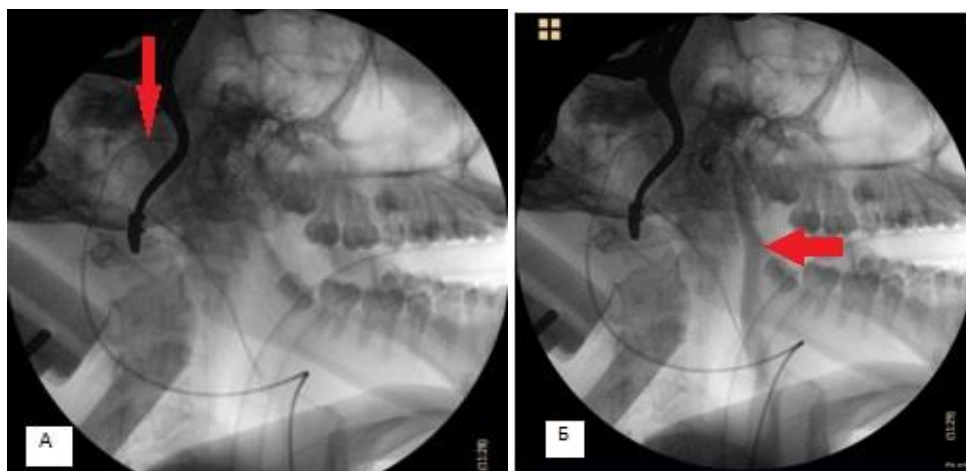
Больной К-ил Д.А., 10 лет, (И/б № 29436/С2017), д-з: Тетравентрикулярная гидроцефалия. Интраоперационный рентген контроль положения венозного катетера: А – положение катетера в поперечном и сигмовидном синусах (указан стрелкой), Б – после введения контрастного препарата «Ультравист 370» отмечается пассаж контраста по внутренней яремной вене (указан стрелкой)
